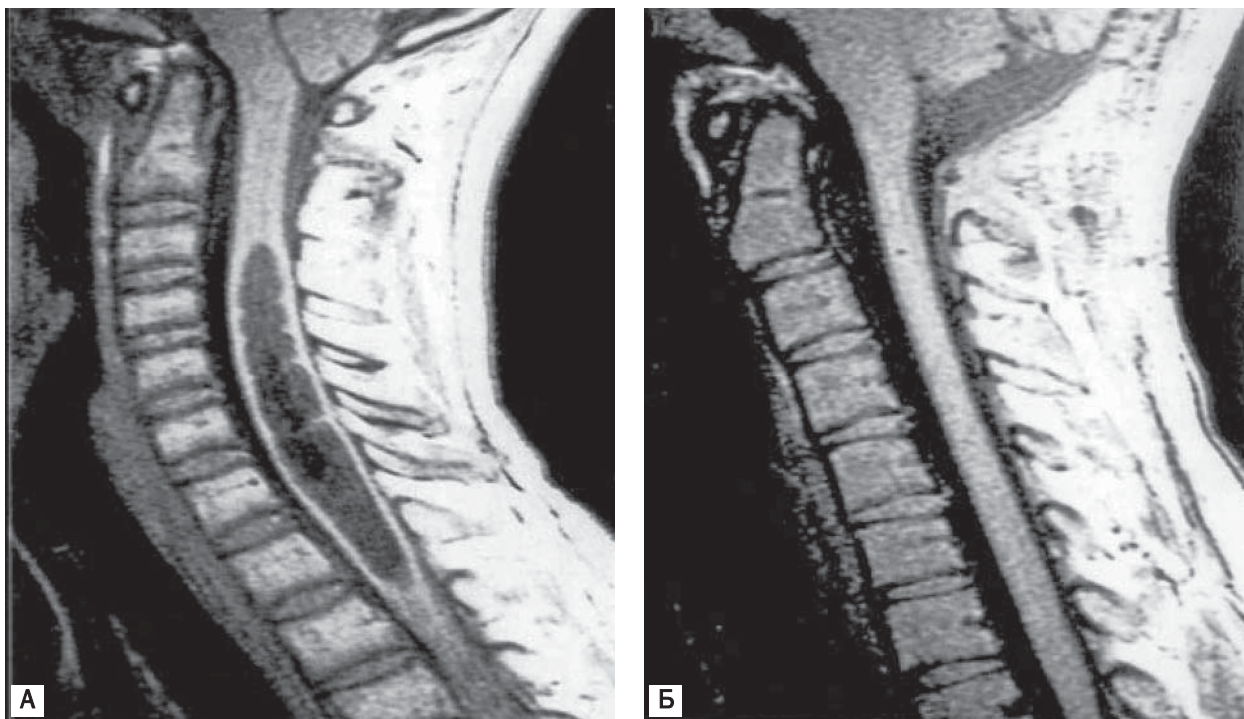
МРТ больной М.: состояние до (А) и после (Б) операции
